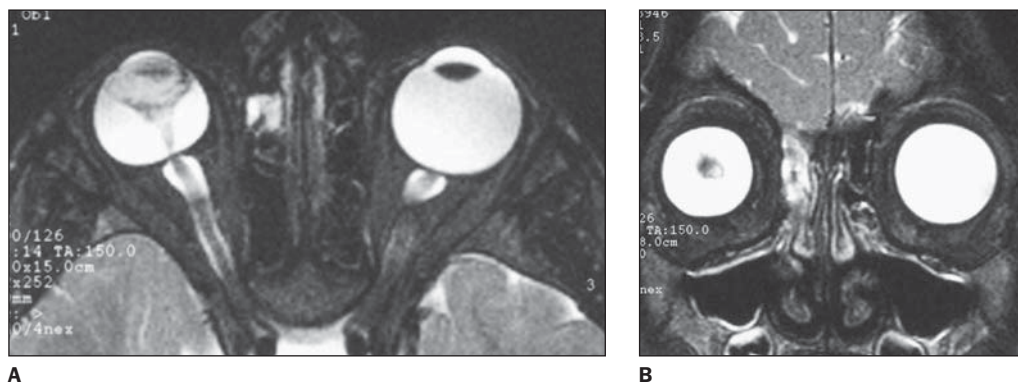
Cortes axial (A) e coronal (B) de ressonância magnética ponderados em T2 revelam estrutura triangular hipointensa no centro da câmara vítrea do olho direito determinando aspecto "em alvo" no plano coronal.
